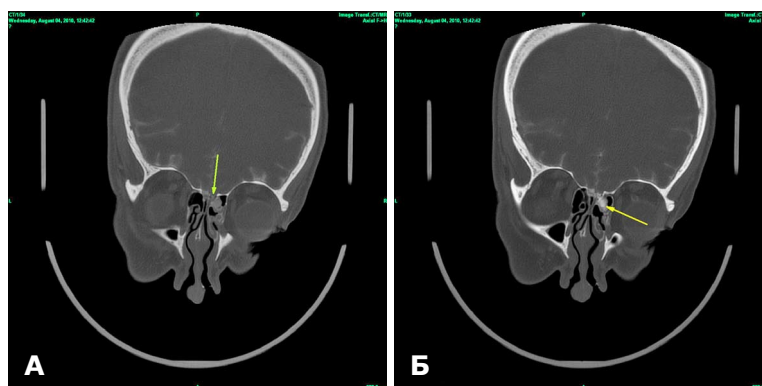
КТ-цистернография. Фронтальный срез. А, Б — дефект решетчатой пластинки правой решетчатой кости диаметром 6 мм, менингоэнцефалоцеле, симптом «ликворной дорожки».
